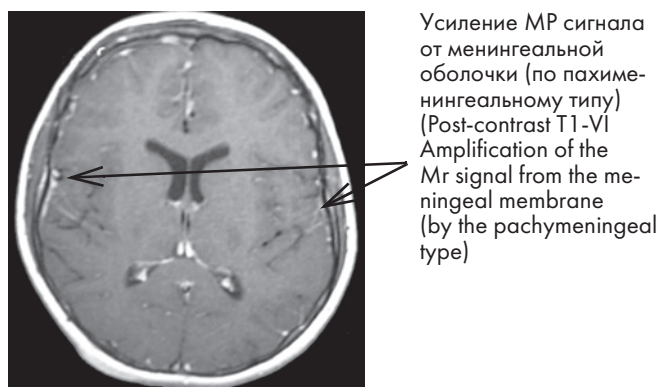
МРТ, больной З., 14 лет. Диагноз: пневмококковый менингит. Постконтрастное T1-ВИ
